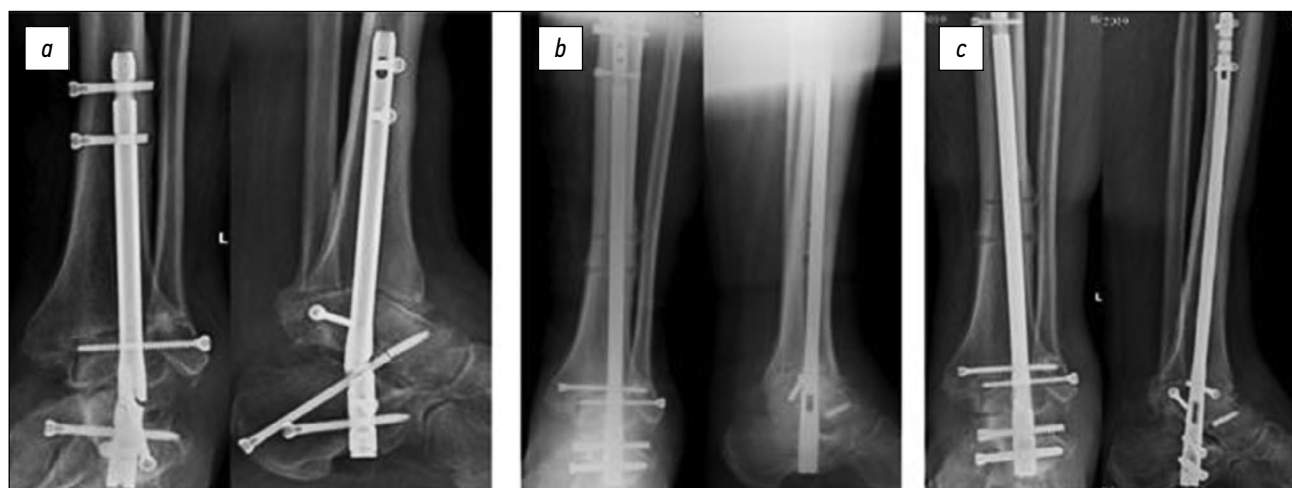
Рентгенограммы больного Я.: *a* — через 4 месяца после первичного оперативного вмешательства, *b* — после ревизионного оперативного вмешательства, *c* — через 6 месяцев после ревизионного оперативного вмешательства.
